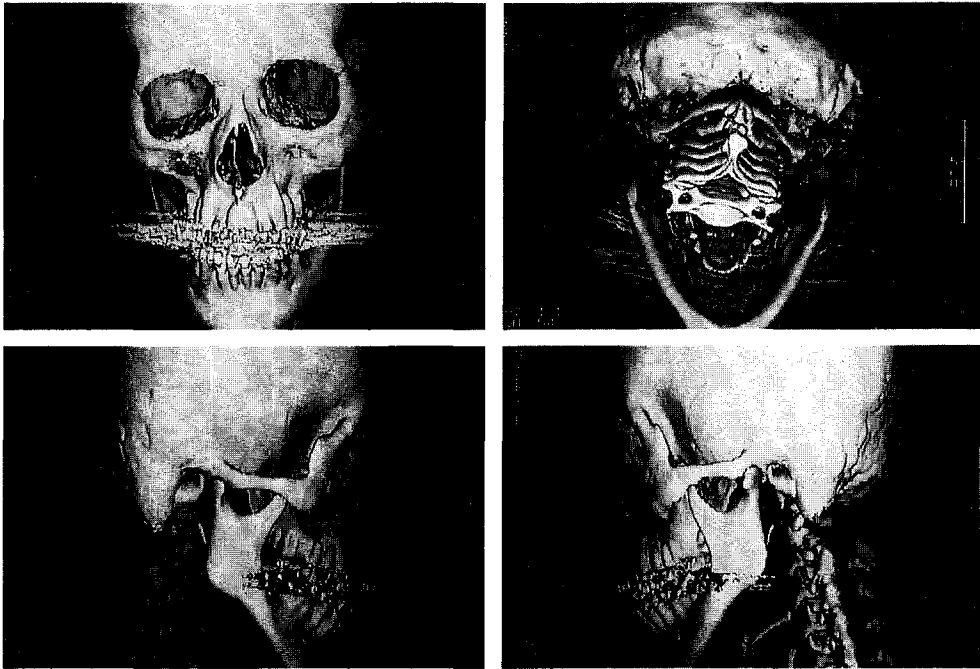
Preoperative 3-dimensional computed tomography
